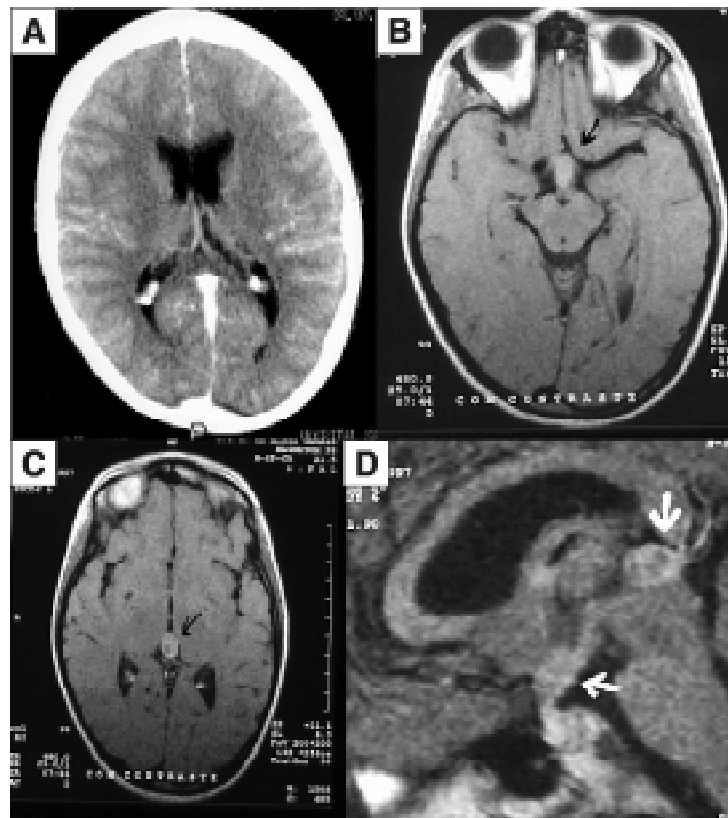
Avaliação neuro-radiológica. (A) TC do encéfalo (03/97) mostra espessamento do infundíbulo hipotalâmico-hipofisário; (B) Ressonância magnética (10/97), corte axial, mostra lesão isodensa no assoalho do 3º ventrículo (seta); (C) Lesão similar situada posteriormente (seta); (D) No mesmo exame, no corte sagital, podem ser observadas as duas massas homogêneas
